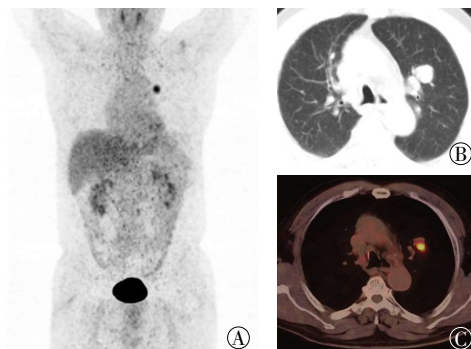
左肺上叶肺大细胞神经内分泌癌的PET/CT显像图 患者男性,73岁。图中,A:全身MIP图像显示左肺上叶可见一局限性¹⁸F-FDG代谢增高灶;B:CT肺窗图像显示左肺上叶近肺门处有一直径约2.2cm类圆形软组织结节影,边缘光滑,边界清晰;C:PET/CT融合图像显示结节¹⁸F-FDG代谢增高,SUV_{max}=6.5。MIP:最大密度投影;FDG:氟脱氧葡萄糖;PET/CT:正电子发射断层显像计算机断层摄影术;SUV_{max}:最大标准化摄取值。
